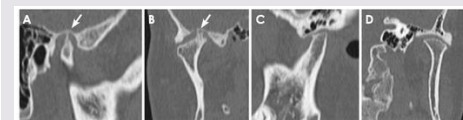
Otro caso severo degenerativo articular en paciente con EA. TC sagital (A) y coronal (B) de la ATM derecha muestran formación de osteofitos. El espacio de la ATM derecha está estrechado y la parte superior del cóndilo está en contacto con la fosa mandibular (flechas). TC sagital (C) y coronal (D) de la ATM izquierda muestran aplanamiento de la cabeza condilar. Ambas ATMs presentan cambios escleróticos óseos.
